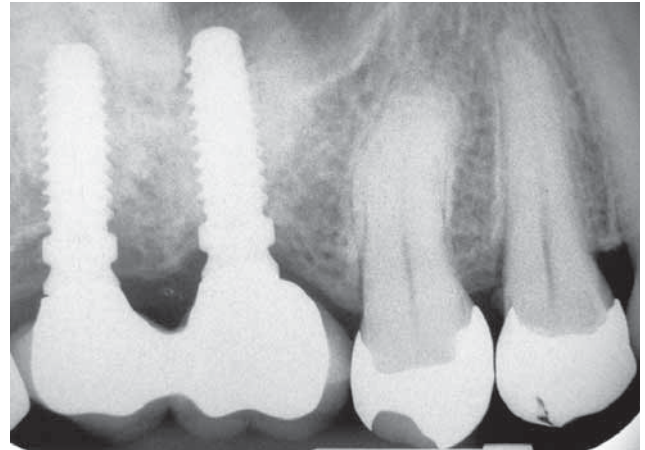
Röntgenaufnahme (Zahnfilm) der Region 16 und 17 mit zwei ZL-Duraplast-Implantaten *in situ* (mit mangelnder Passung der Suprakonstruktion Zahn 17) vor der Entfernung des Implantates in Region 17
